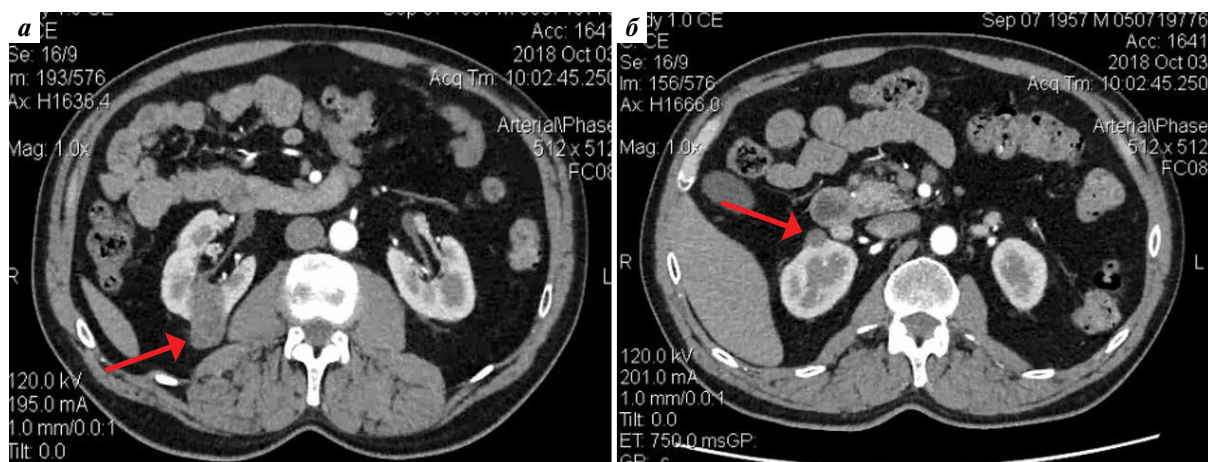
Мультиспиральная компьютерная томография с контрастированием, паренхиматозная фаза исследования, сагиттальные срезы: а – опухоль верхнего сегмента (40 × 25 × 31 мм) задней поверхности правой половины подковообразной почки (стрелка); б – опухоль верхнего сегмента (17 мм) передней поверхности правой половины подковообразной почки (стрелка)
